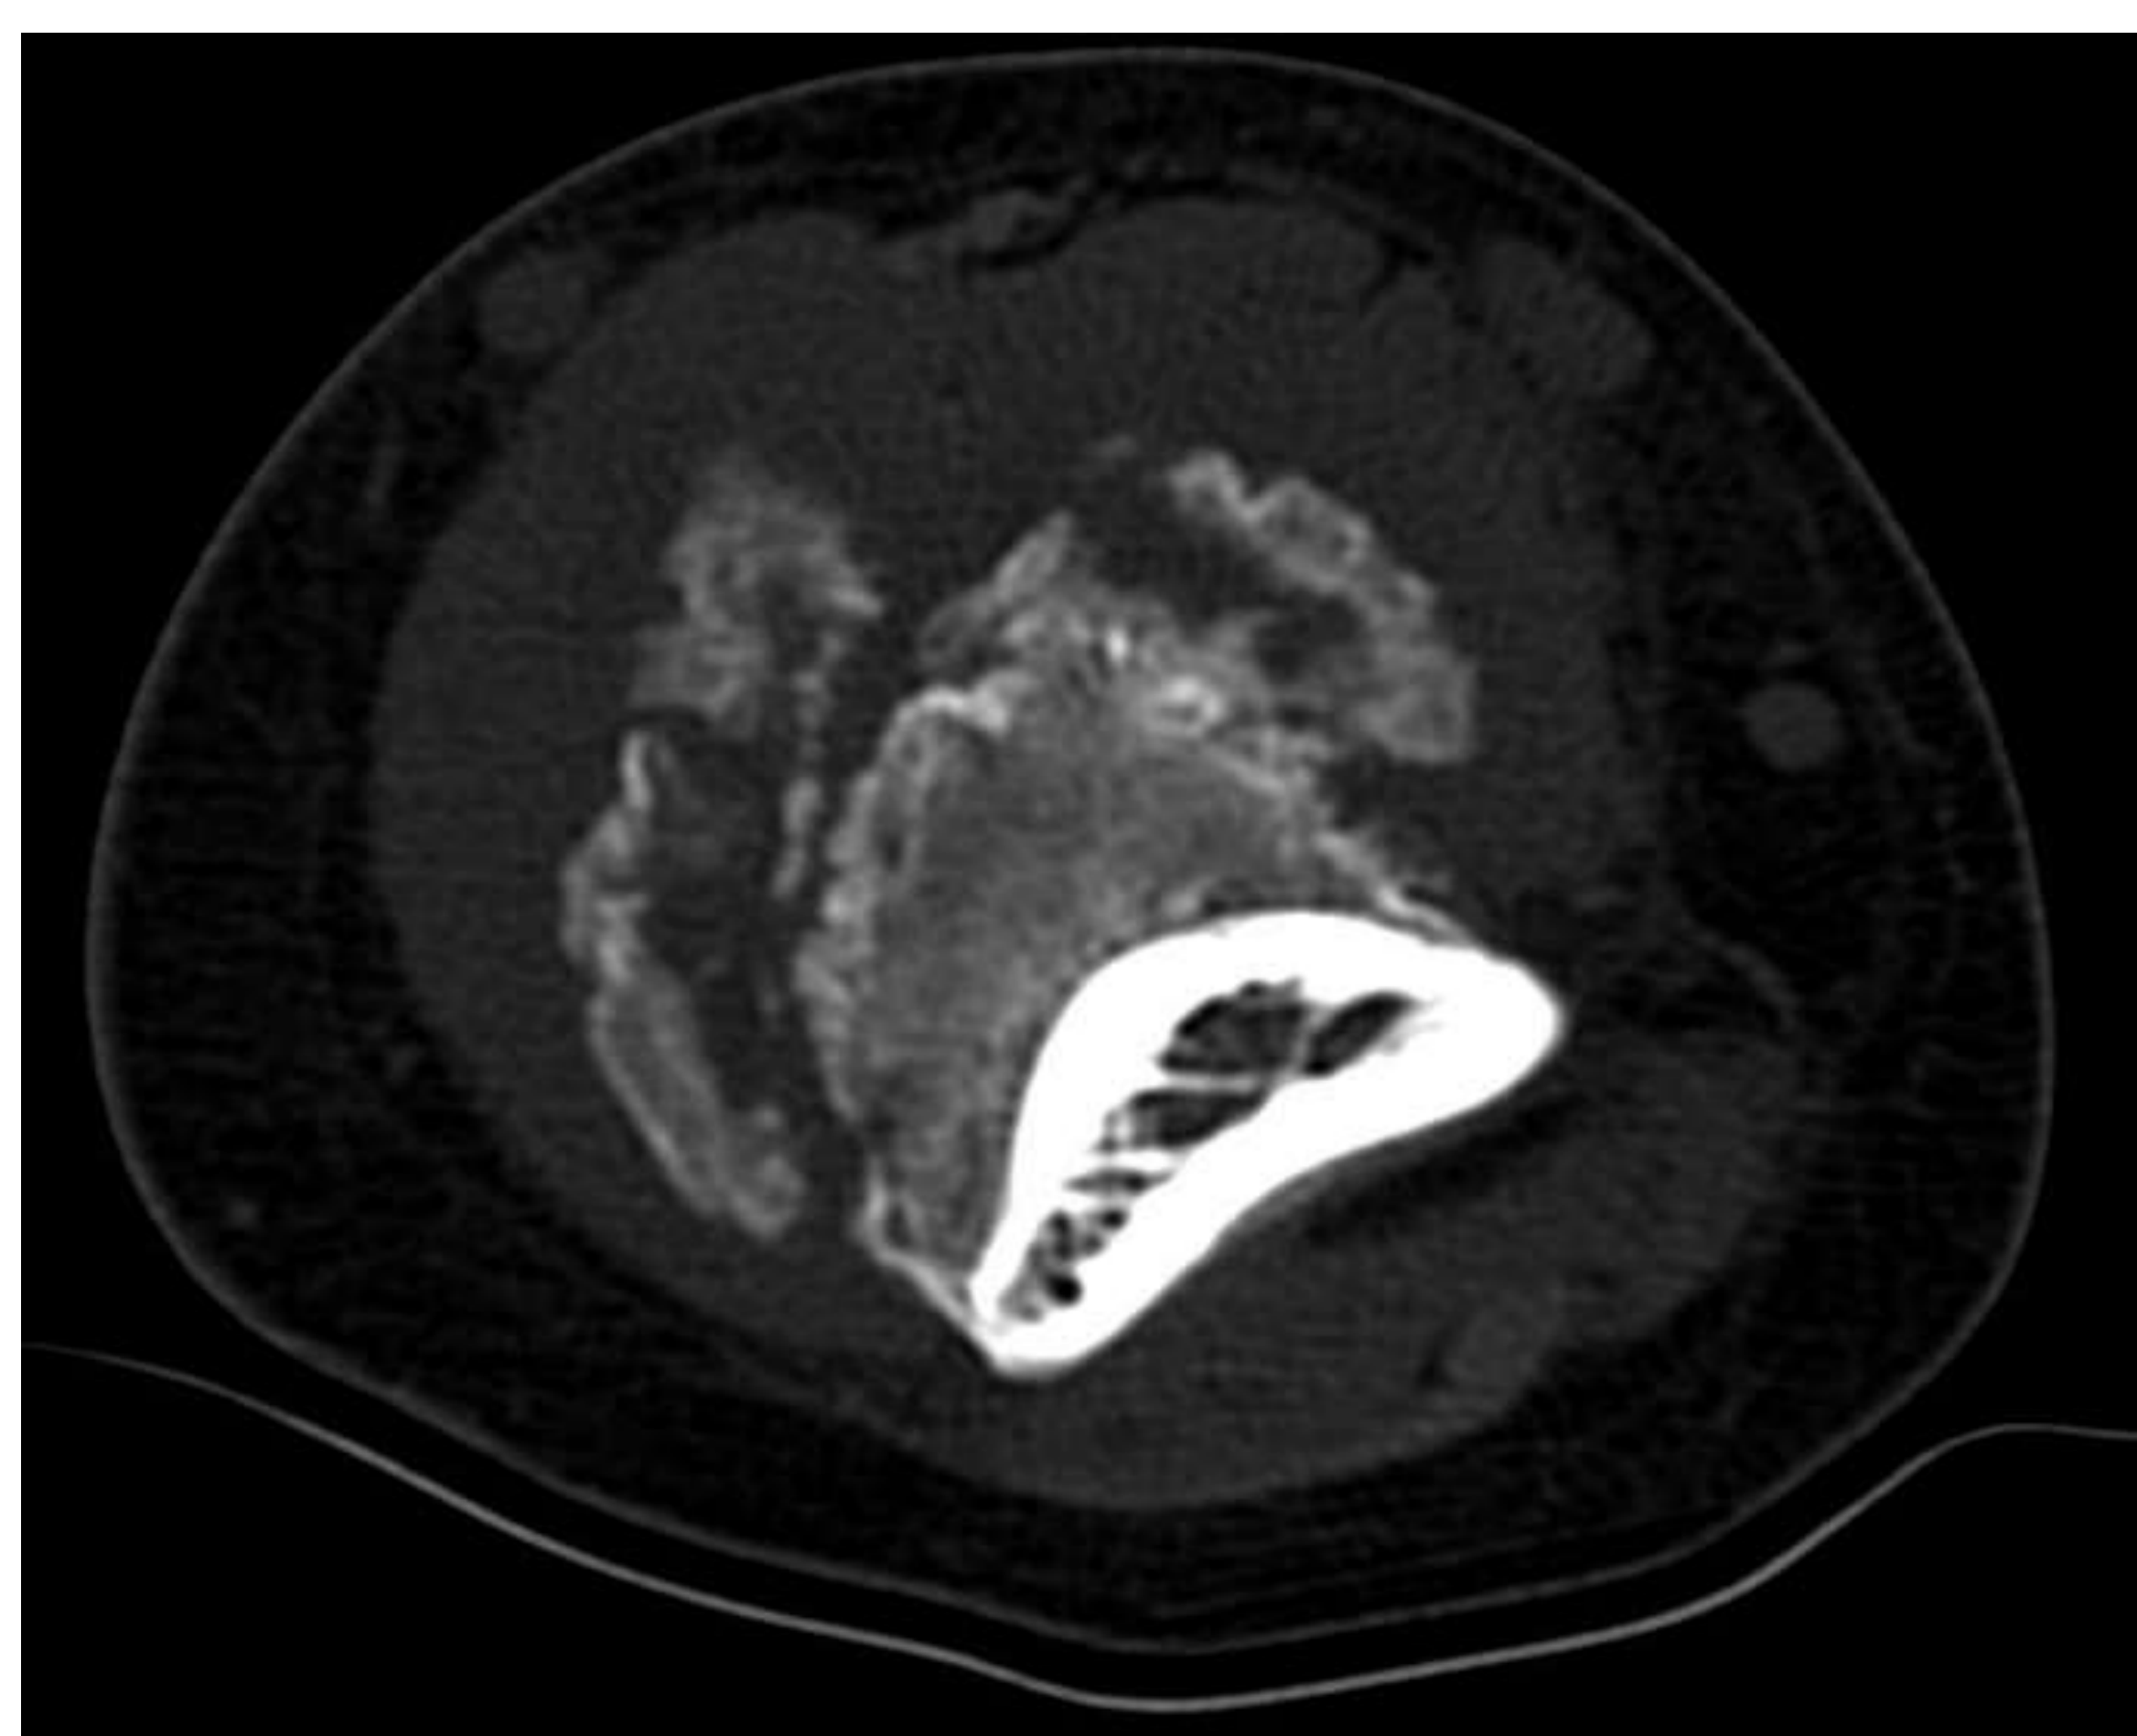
Miositis osificante en TC. Se presenta como una masa intramuscular con calcificación periférica en anillo y un centro más hipodenso.
